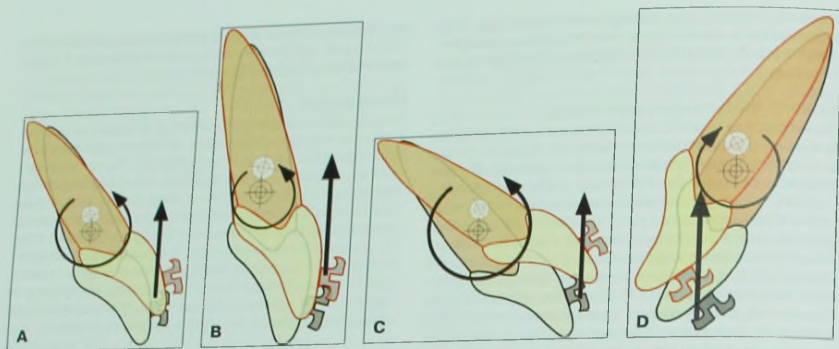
Влияние осевого наклона и локализации точки приложения силы на перемещение зуба. Приложение интрузионной силы к резцу при его нормальном (А), прямом (В), вестибулярном (С) и оральном (D) положении.
